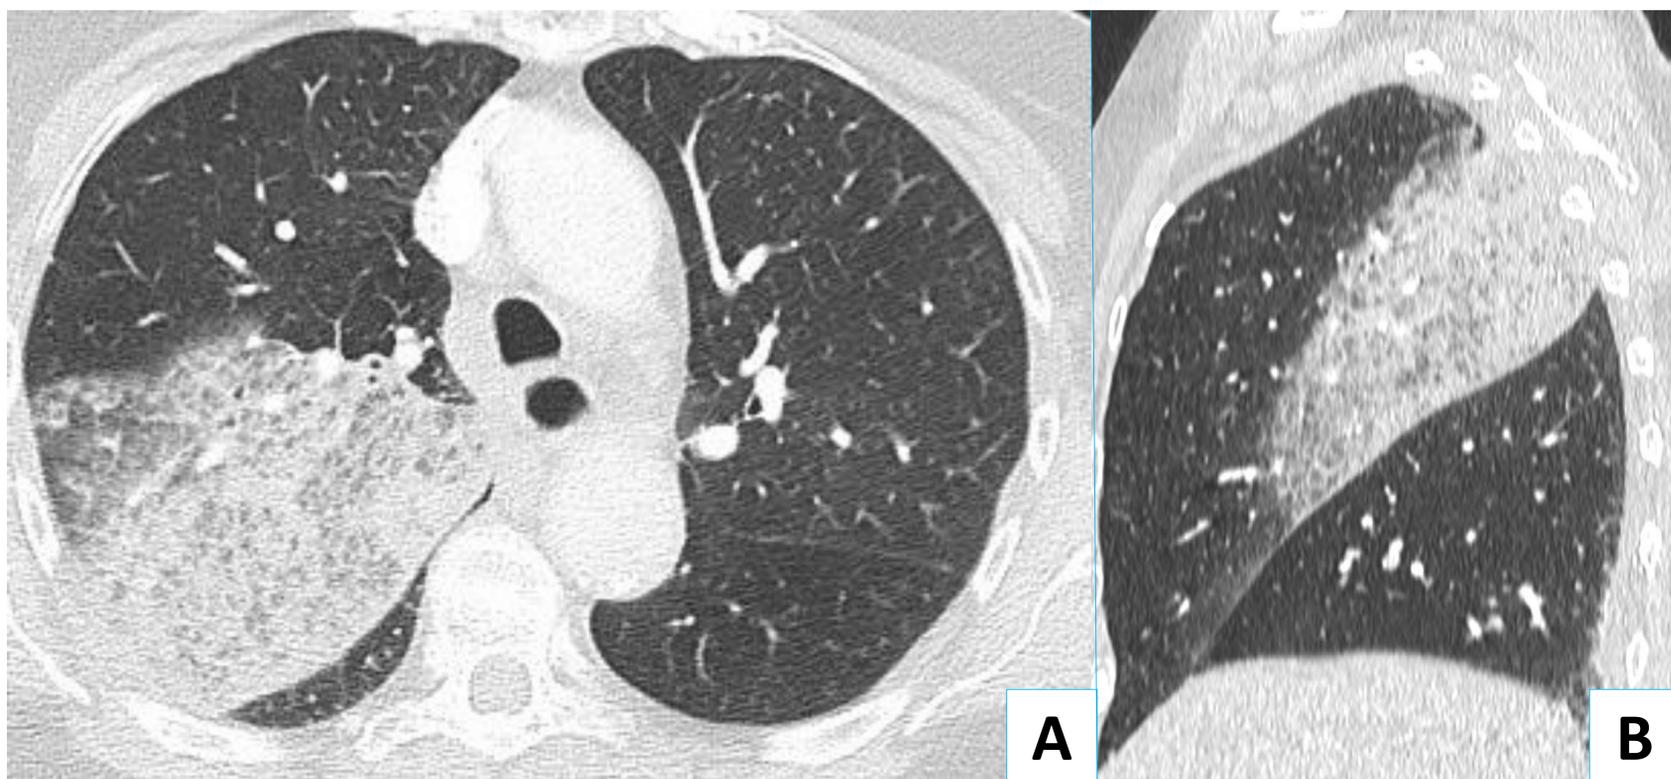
Paciente que acude por hemoptisis, dolor costal y disnea. TC de tórax con CIV en ventana de pulmón en planos axial (A) y sagital (B). Condensación pulmonar en la vertiente declive del lóbulo superior derecho que en el contexto de hemoptisis sugiere ocupación alveolar por contenido hemático.
